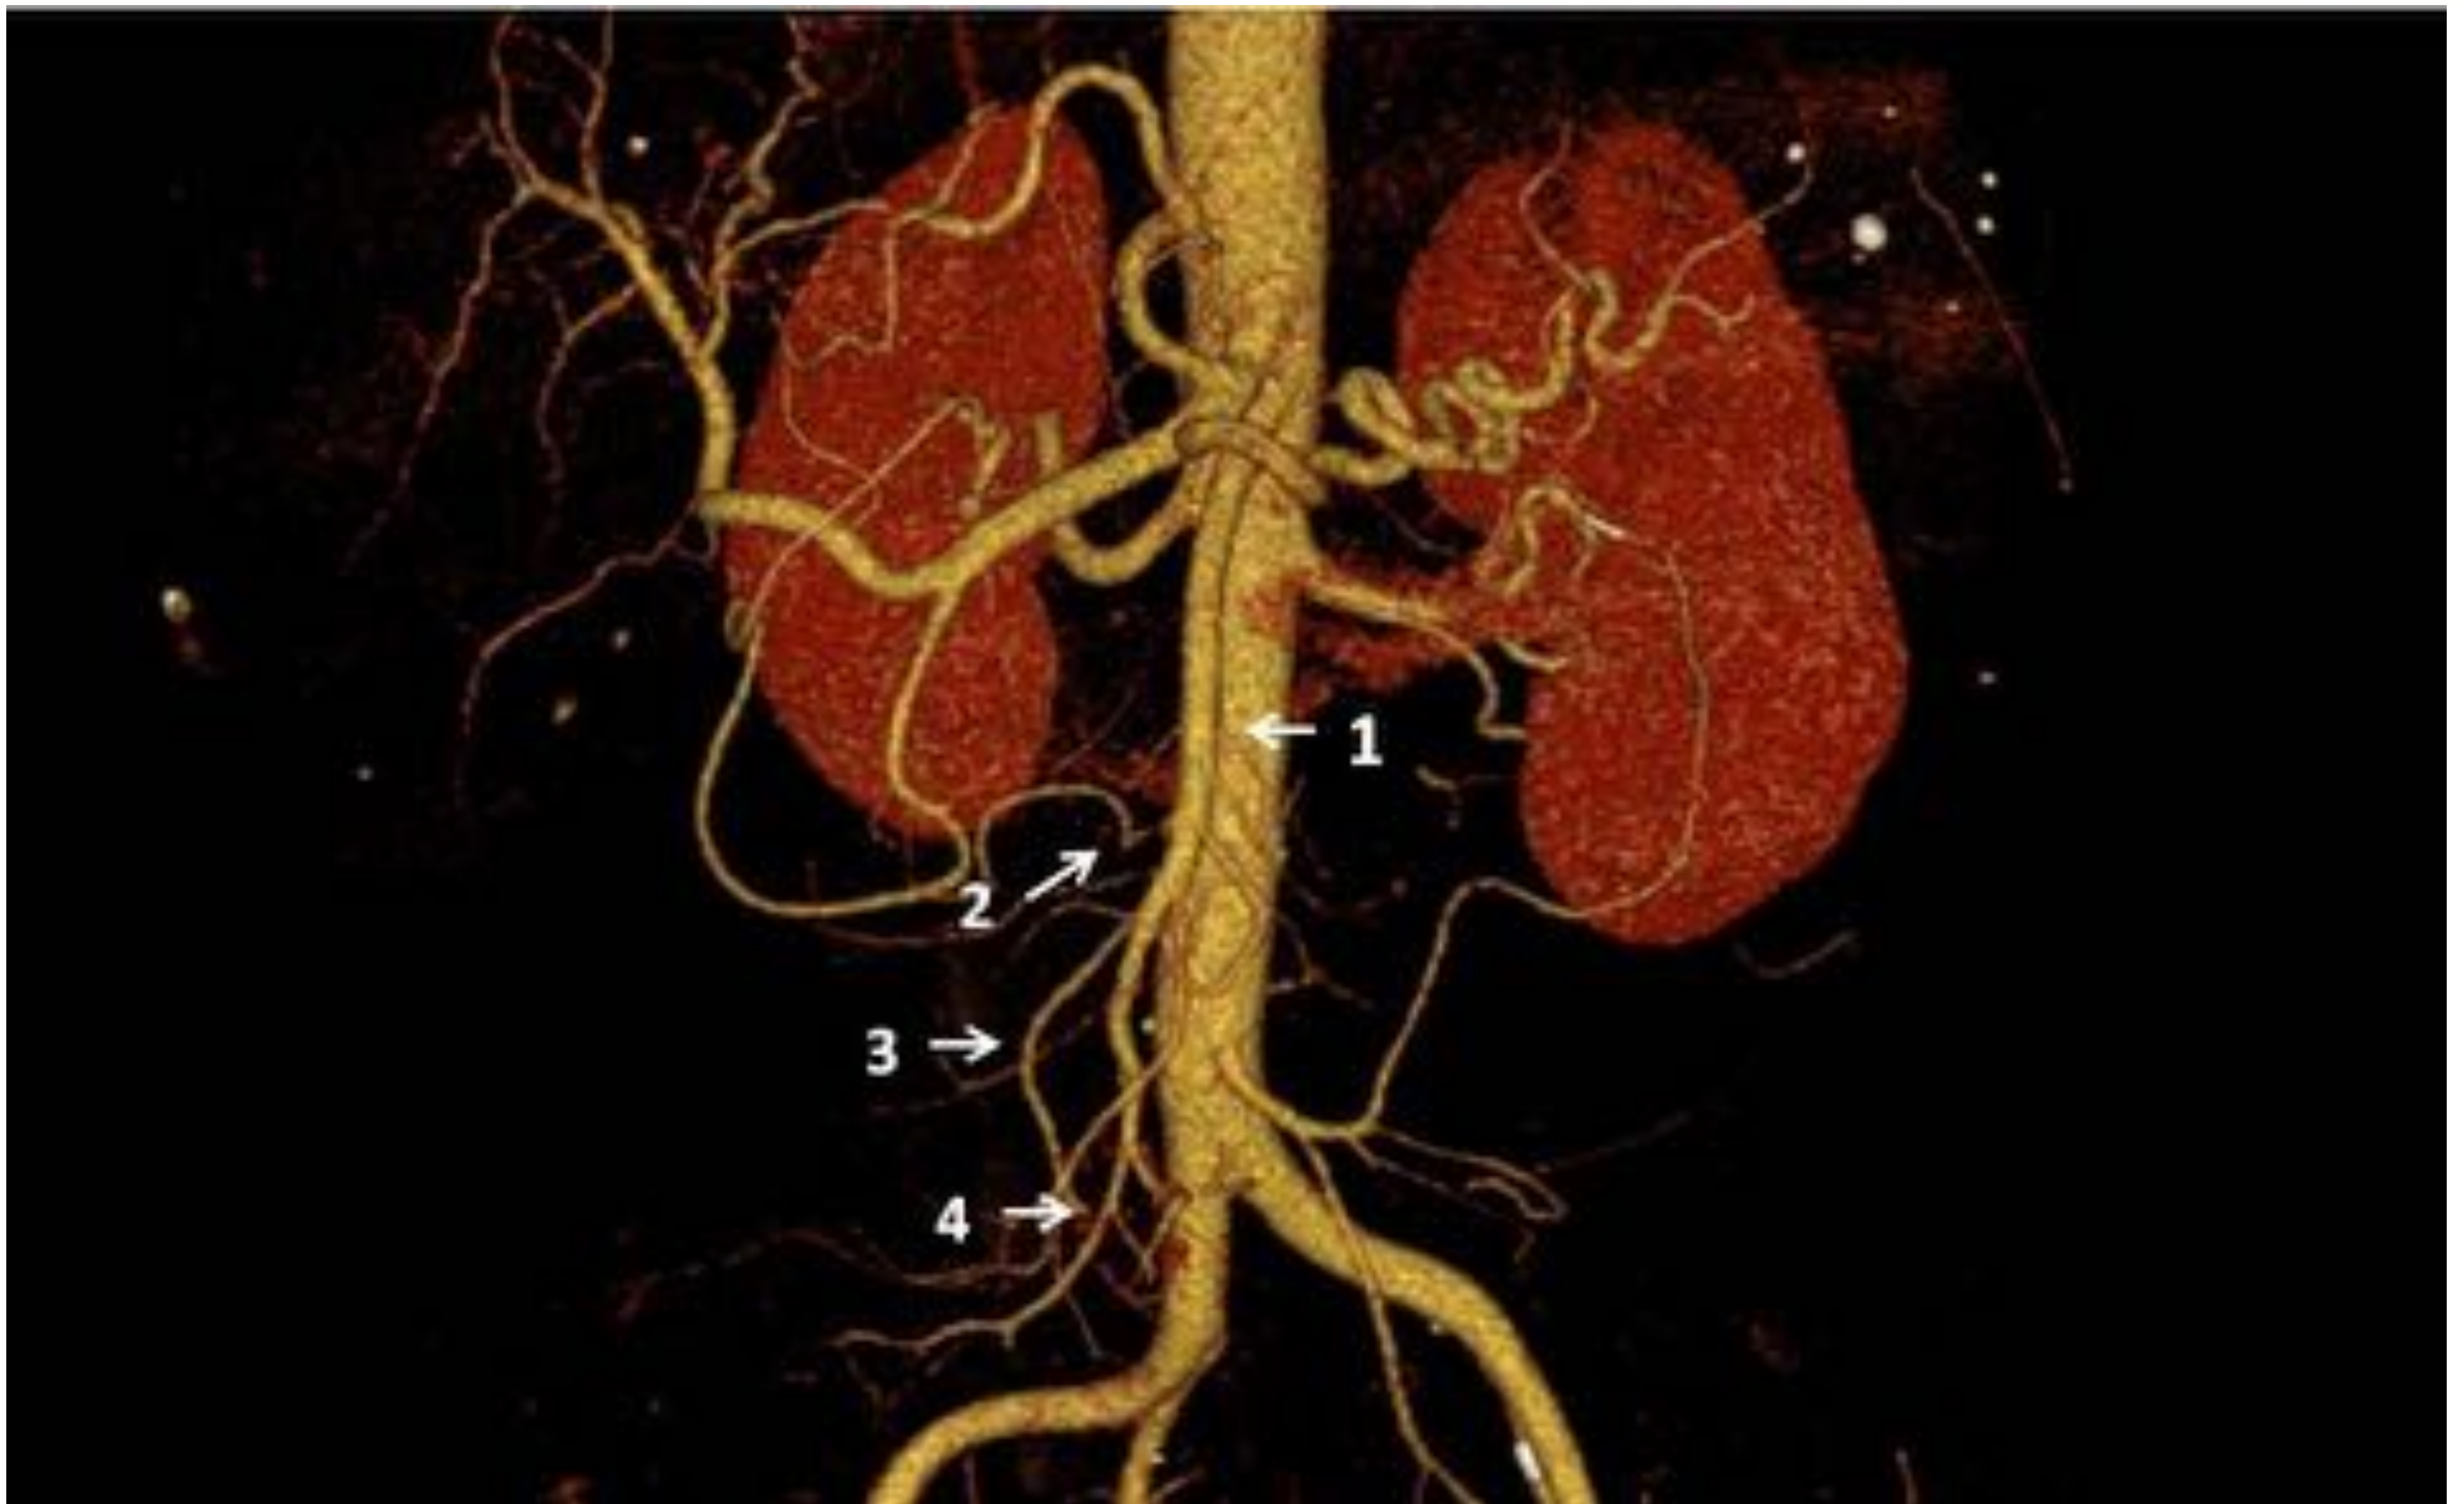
Anatomía arterial esplácnica visualizada mediante reconstrucción 3D a partir de angio-TC abdominal. Arteria mesentérica superior (1) y sus ramas principales: cólica media (2), cólica derecha (3) e ileocólica (4)
